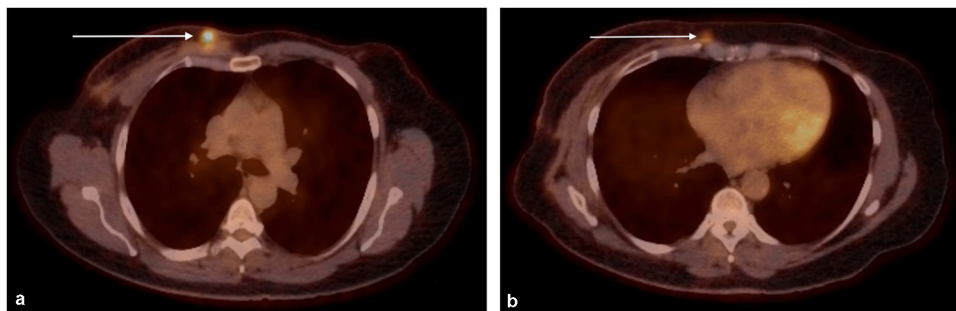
a, b : TEP-TDM chez une patiente atteinte d'un angiosarcome mammaire radio-induit montrant l'apparition de foyers nodulaires de récurrence tumorale franchement hypermétaboliques (a), dont un foyer envahissant le plan musculaire (b).
